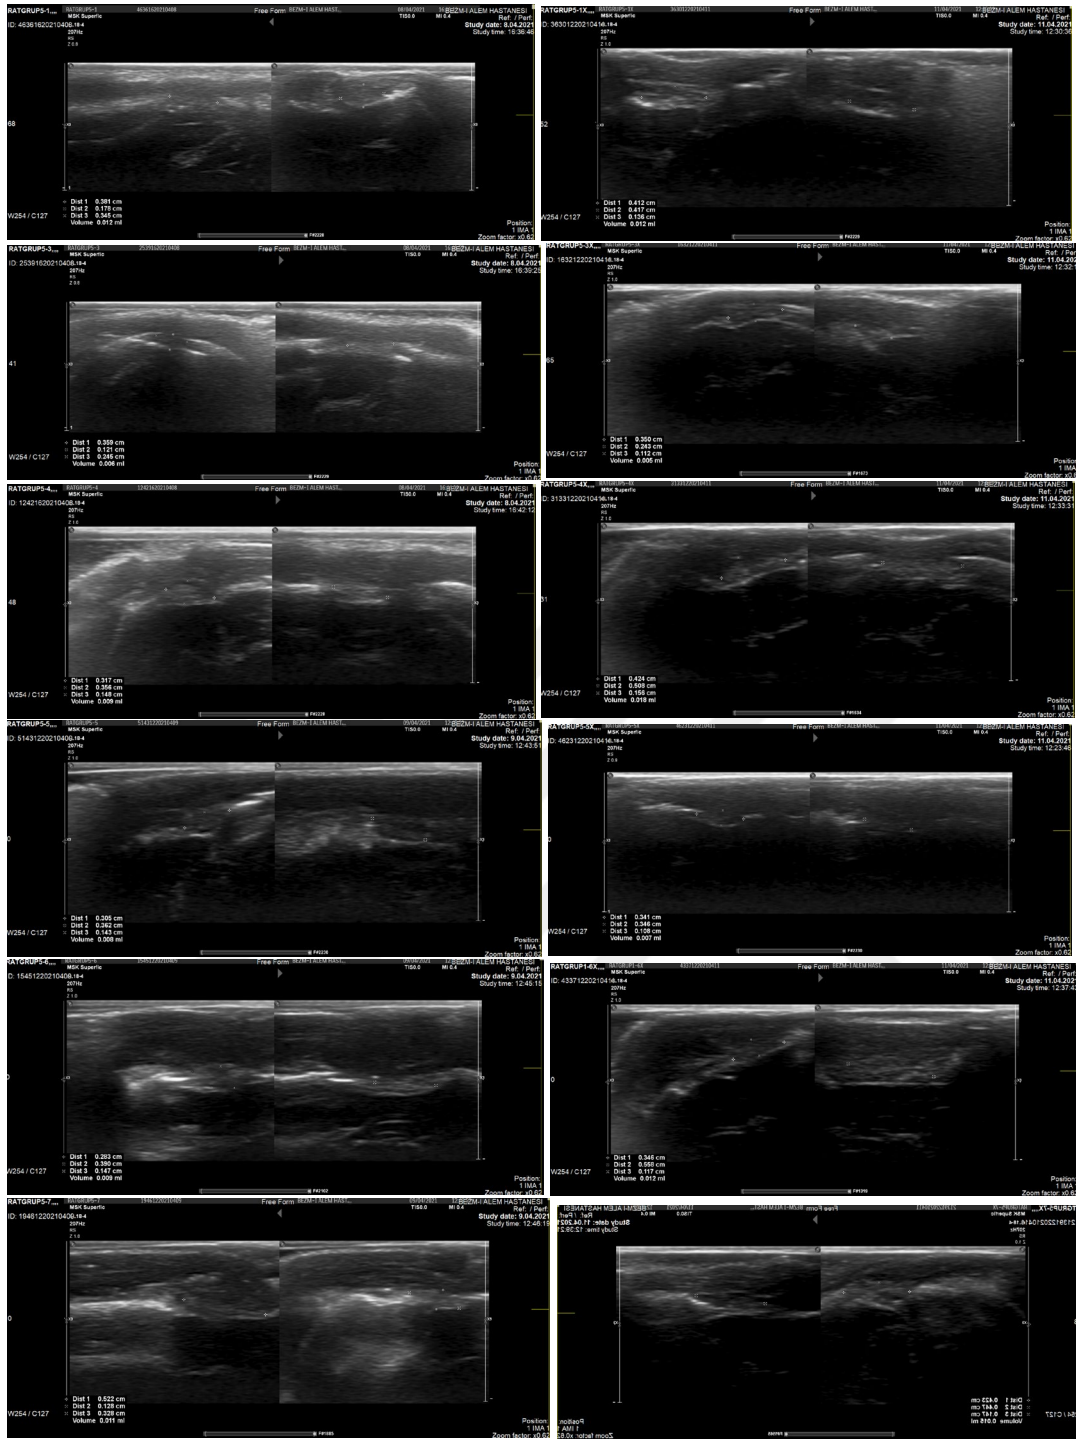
2. grup - Post-op 1. ve post-op 3. gündeki USG görüntüleri. (Sol taraf post-op 1. güne sağ taraf post-op 3. güne aittir.)
